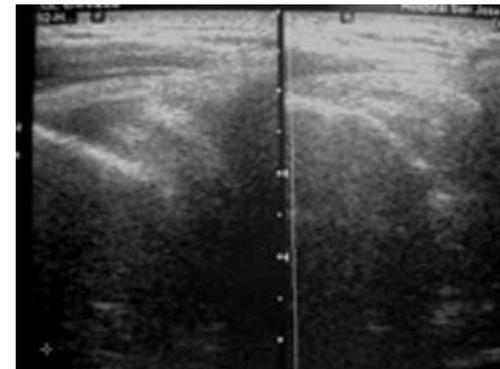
Ultrasonografía del hombro que muestra aumento de ecogenicidad en la porción musculotendinosa del supraespinoso, donde se observa discreta compresión por los cambios inflamatorios en la articulación acromioclavicular que produce síndrome de pinzamiento.
